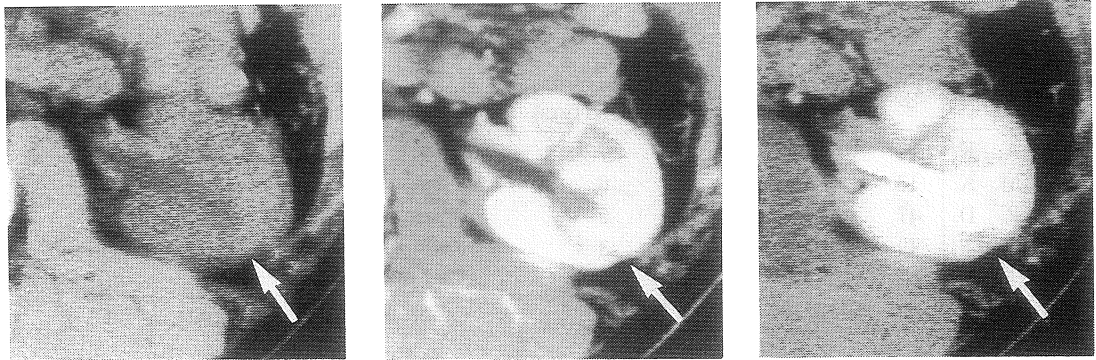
X-ray CT in the same patients of Fig. 1.
